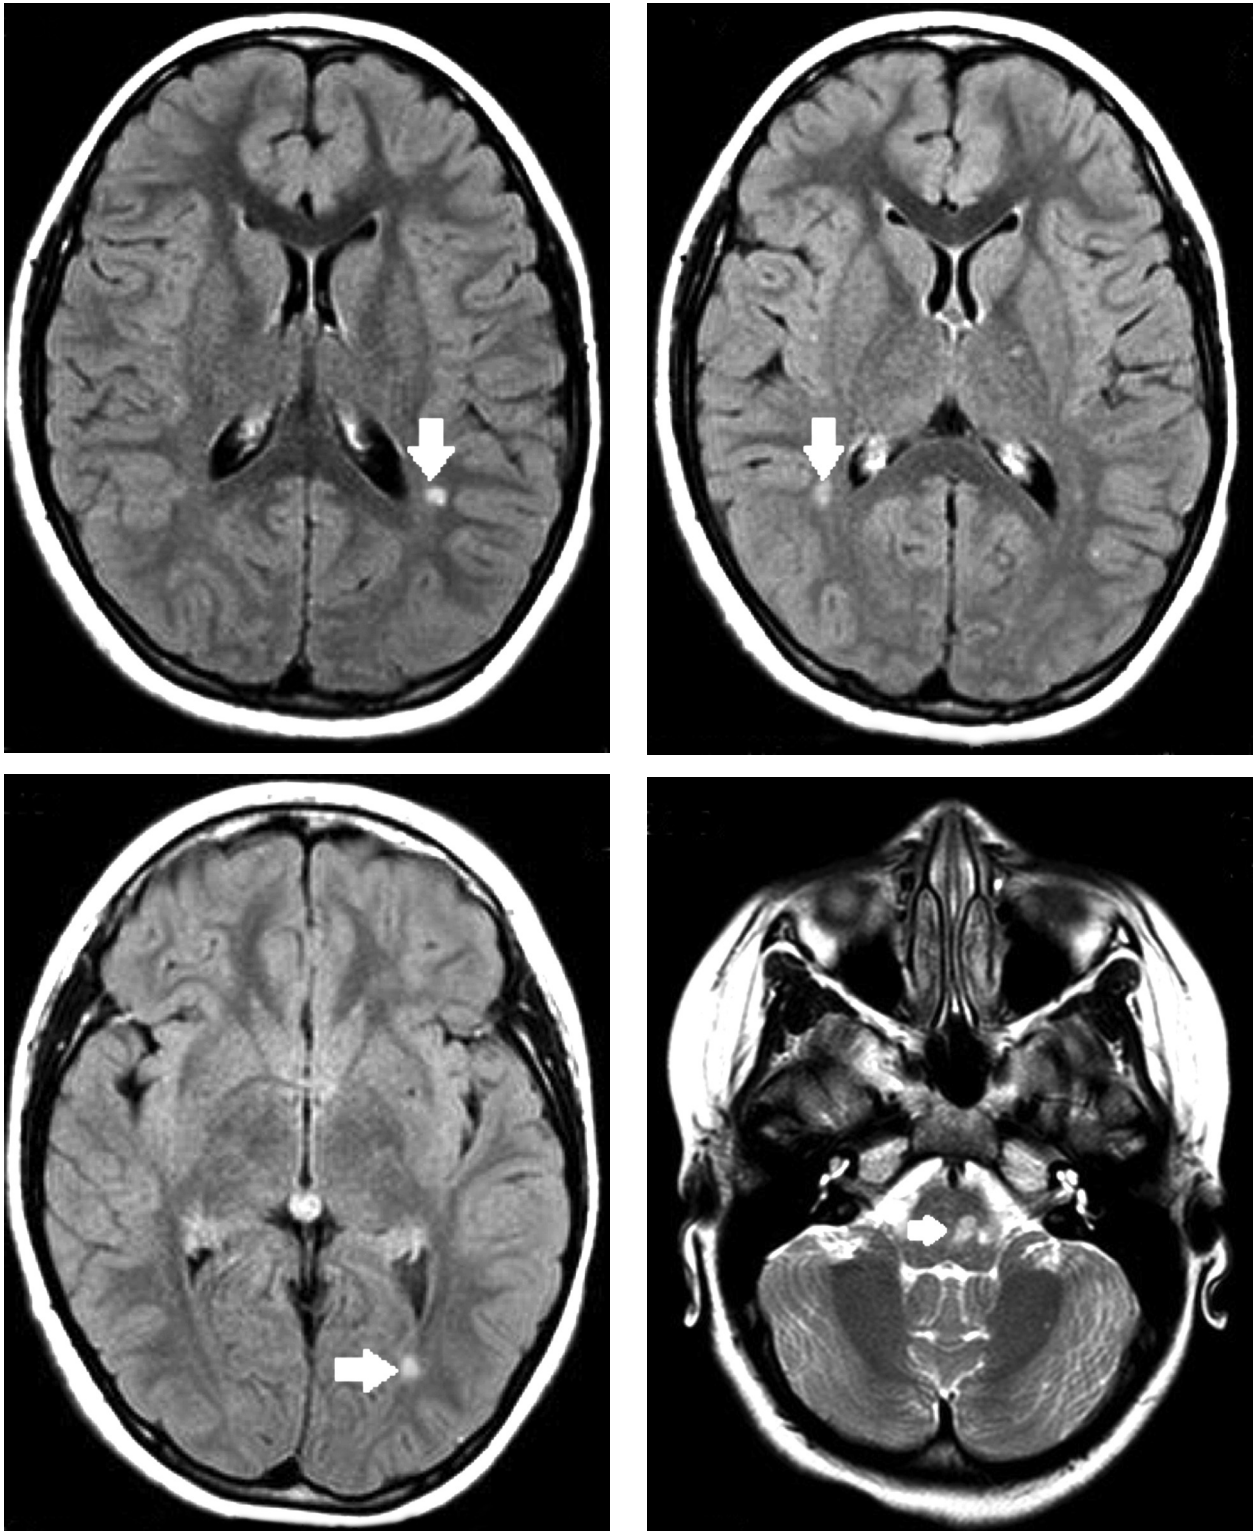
RMN de SNC: se observan pequeñas imágenes focales hiperintensas distribuidas bilateralmente en la sustancia blanca a predominio subcortical y algunas en sustancia blanca profunda periventricular en secuencia FLAIR. Imágenes hiperintensas en tronco encefálico, en secuencia T2.
